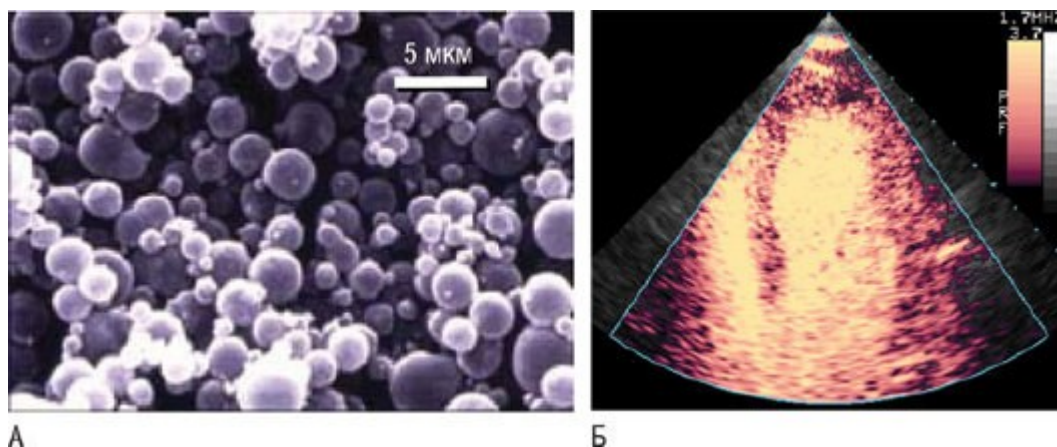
Контрастная эхокардиография левых камер сердца. А - микропузырьки состоят из стабилизирующей оболочки (альбумин, жирные кислоты или фосфолипиды) и заполнены инертным газом или воздухом. Б - внутривенное введение контраста приводит к тугому контрастированию камер сердца и (частично) миокарда.
